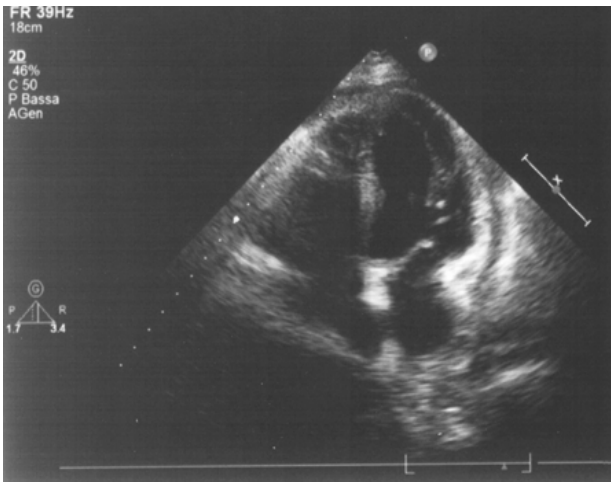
Ecocardiogramma transtoracico dopo drenaggio del versamento: si visualizza minimo spazio ecoprivo diffuso. Riespansione dell'atrio destro.
